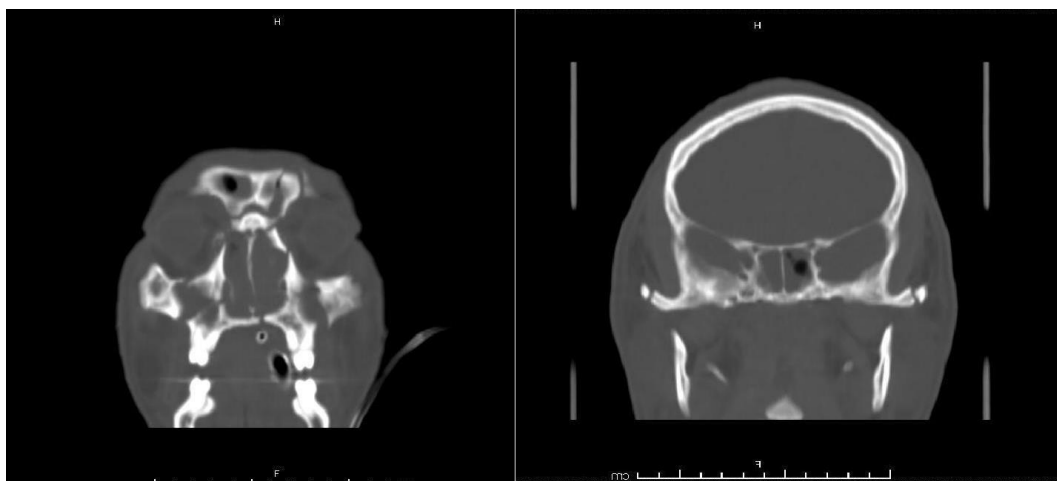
TC de face: Corte coronal. Fonte: Hospital Regional de Cotia- São Paul
